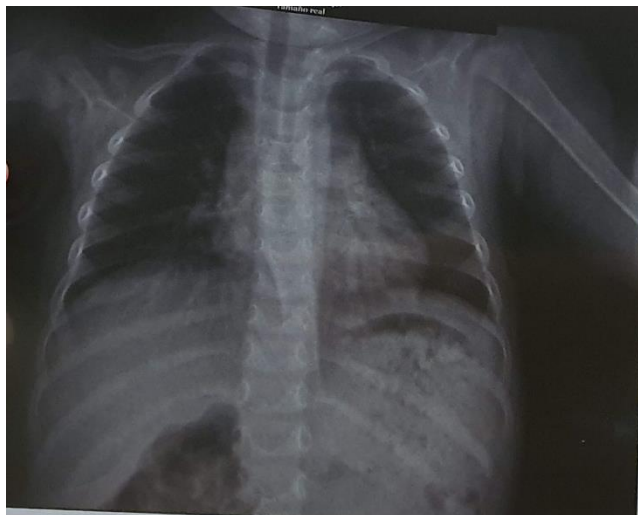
Radiografía de tórax con reporte de cardiomegalia, hilios y vasos pulmonares prominentes, engrosamiento septal y peribronquial en ambos campos pulmonares. (Tomado de los exámenes de la paciente)
